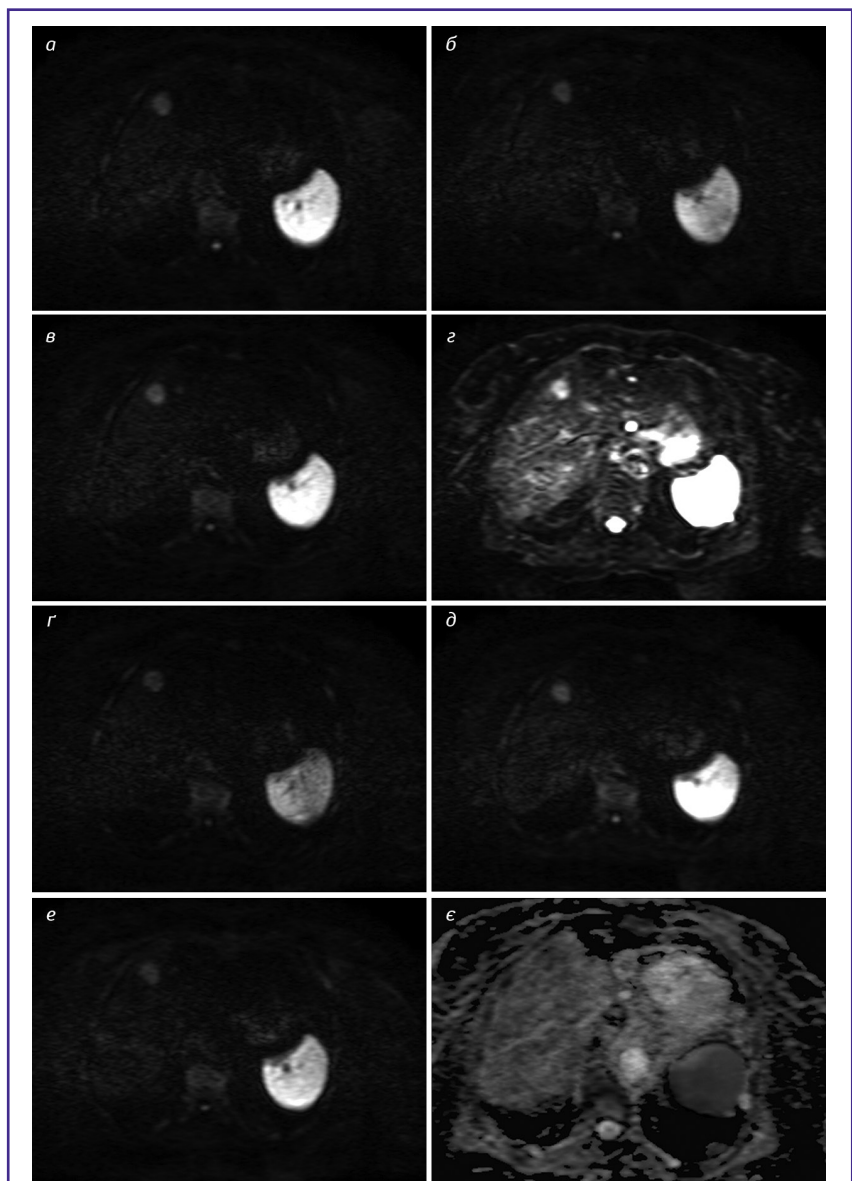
МРТ печінки. Дифузно-зважені зображення: значення b -фактора = «0» (г); анізотропні зображення із значенням b -фактора = «800» (а–в, г–е); ADC зображення (е). Метастатичне вогнище у S_{IV} сегменті печінки. Високоінтенсивне вогнище S_{IV} сегмента печінки у всіх значеннях b -фактора. На ADC зображенні вогнище має знижену «інтенсивність», індекс дифузії в межах $0,8\text{--}1,0 \cdot 10^{-3} \text{ с}/\text{мм}^2$ (Std 0,0001)
